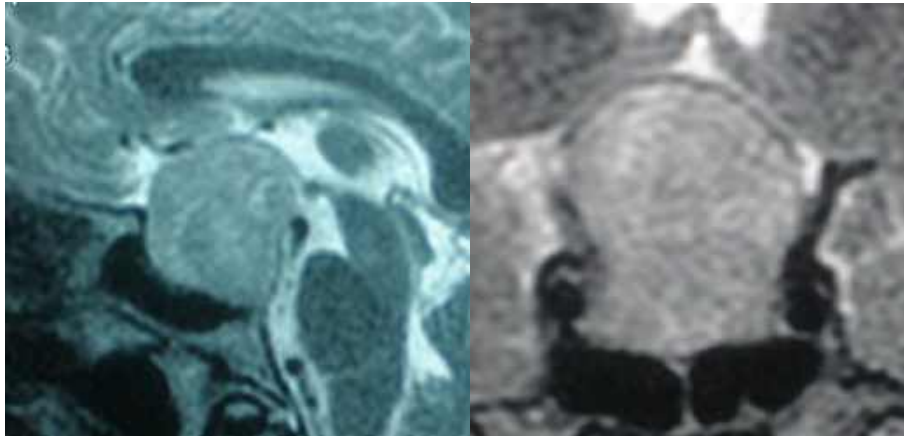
Спостереження №373. Хвора Д-ва, 59 р. (історія хвороби №143373). МРТ без підсилення, ендосупраселярна інвазивна фіброзна ГНАГ.
